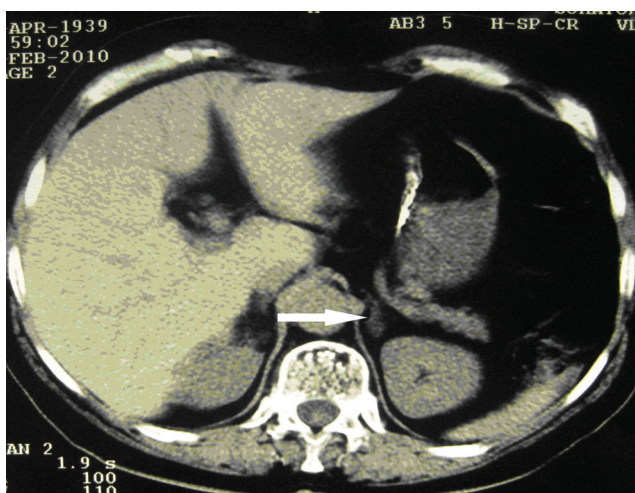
Компьютерная томография: увеличение медиальной ножки левого надпочечника за счет кистовидного образования.
